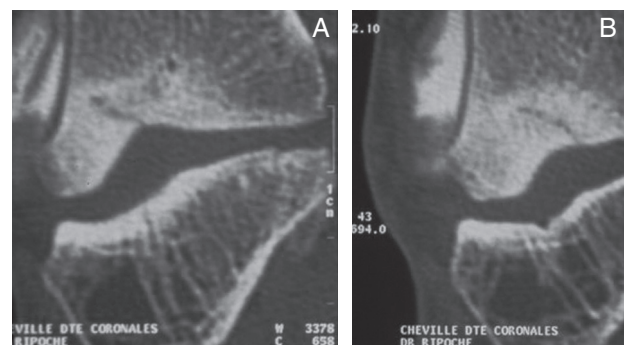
FF du talus, CT-scanner, le trait part de l'articulation sous-talienne, sclérose périfracturaire.
